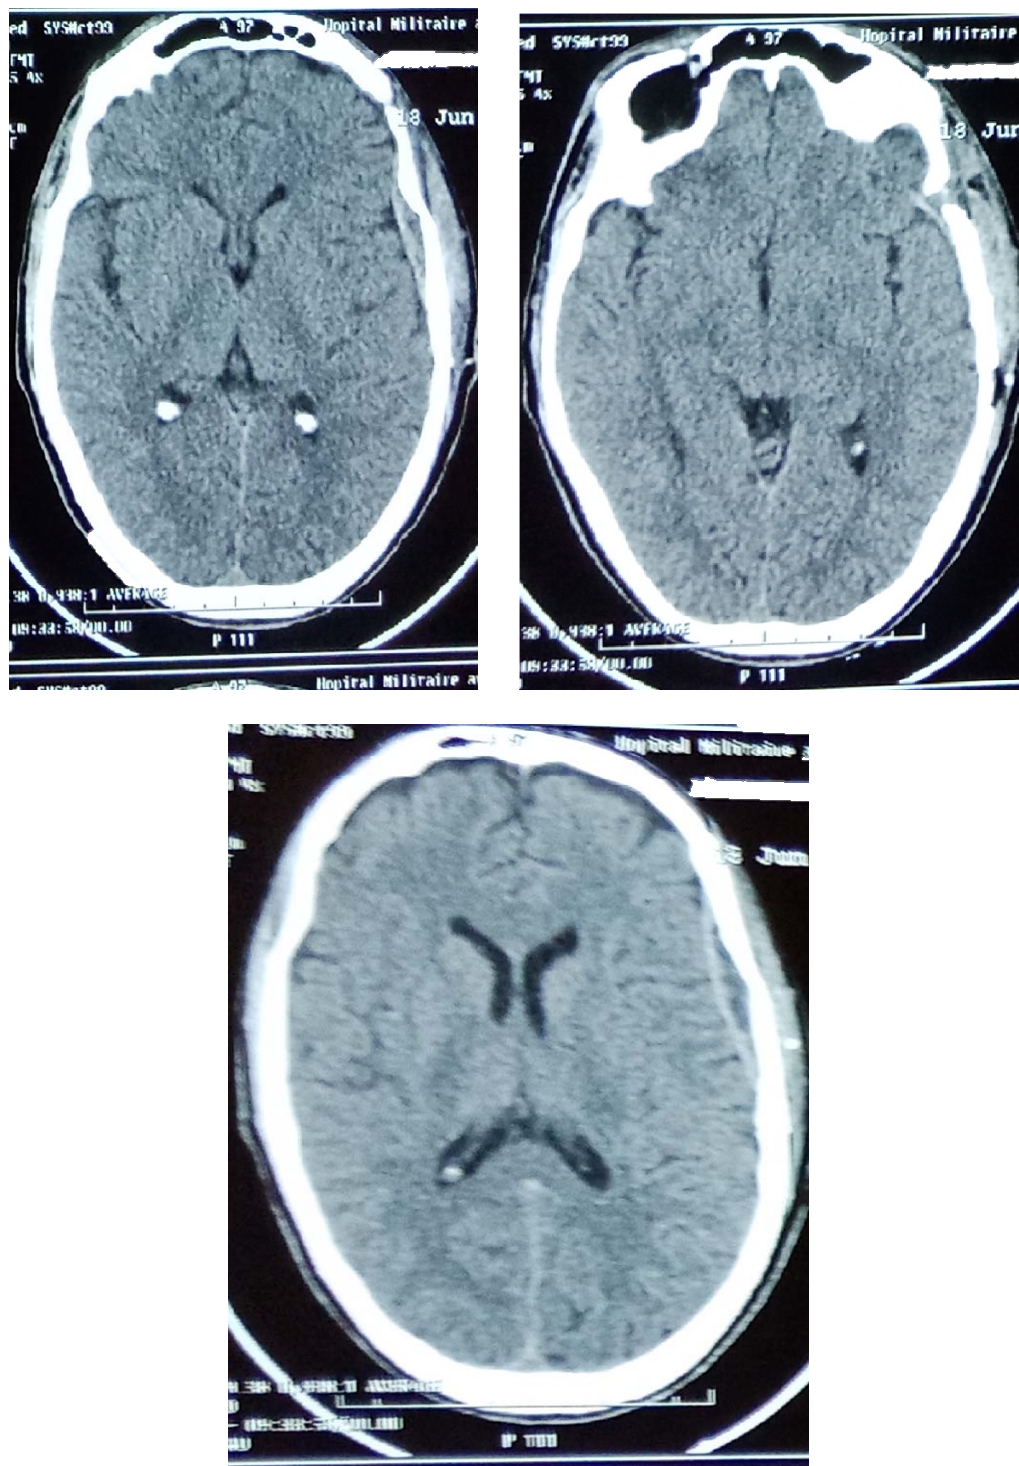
TDM de contrôle chez le même patient après 2 semaines montrant le trou de trépanation fronto-pariétale gauche, une lame d'HSDC fronto-pariéto-temporal gauche avec la ligne médiane en place.
